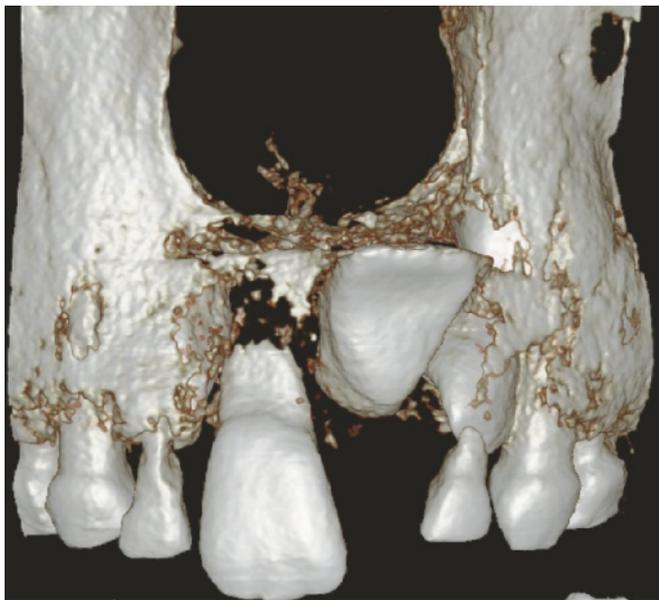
und 16 Digitale Volumentomografie (DVT) mit bukkaler Lage der Zahnkrone und deutlicher Krümmung der Wurzel (Abb. Dr. D. Baumann).
